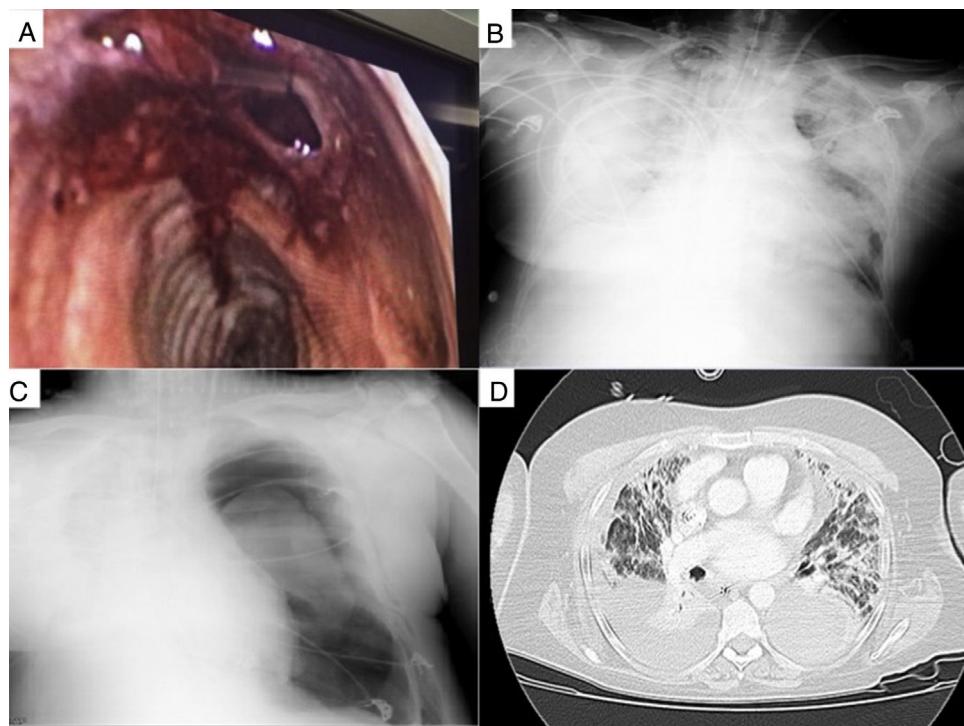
A) Laceración traqueal de la pars membranosa de la tráquea visualizada mediante fibrobroncoscopia. B) Radiografía de tórax AP con infiltrados alveolointersticiales bilaterales. C) Radiografía de tórax AP que muestra neumotórax izquierdo a tensión junto con persistencia de velamiento completo de hemitórax derecho. D) TAC torácico de alta resolución con presencia de infiltrados alveolointersticiales bilaterales sugestivos de SDRA, consolidación de parénquima pulmonar derecho y hemotórax izquierdo moderado.
